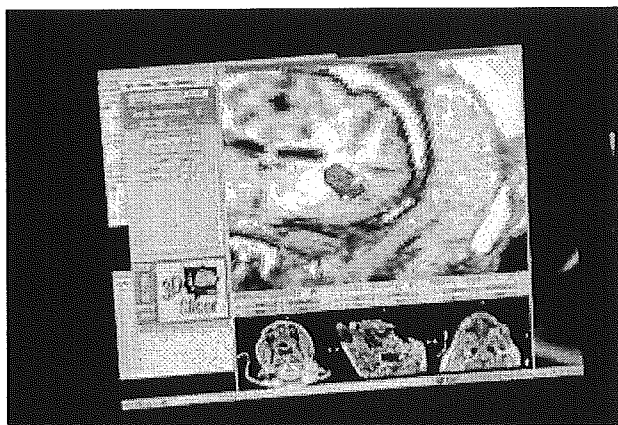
診断情報統合システムにおけるナビゲーションシステム画面。3次元リスライスMRI画像データ上にPpIX診断結果(球、蛍光郷土を色濃度で示す)を統合している。
